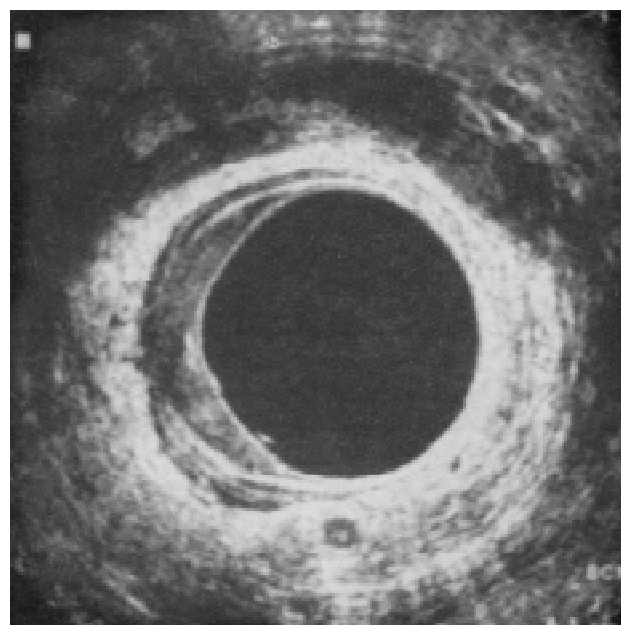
Imagen ultrasonográfica de un cáncer de recto con una metástasis ganglionar en el mesorrecto (estadio uT3 uN1).
